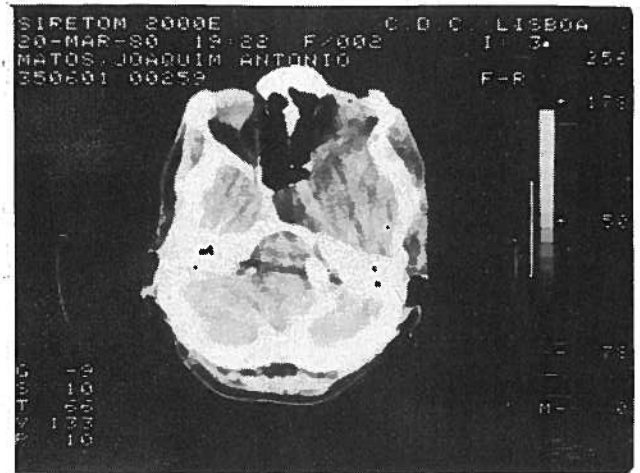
TAC: lesão massificante de fossa média e órbita direita;
